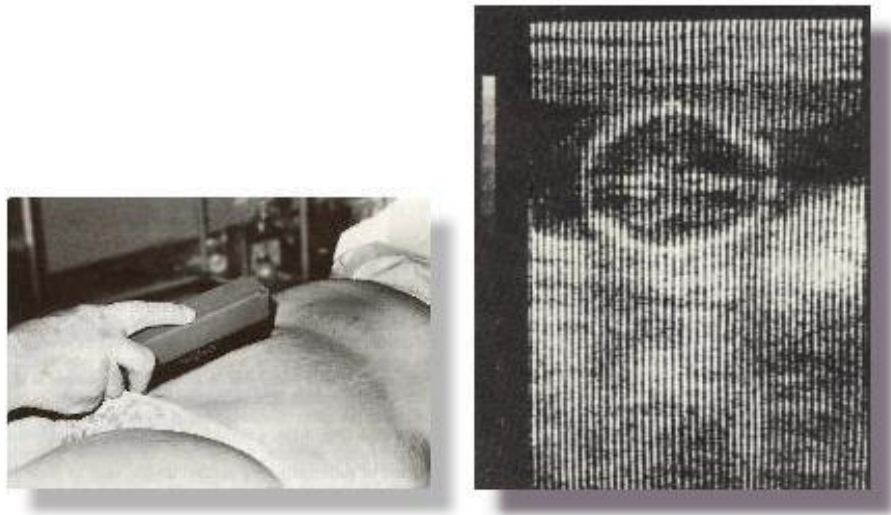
A la izquierda un transductor lineal sobre el vientre de una paciente. A la derecha la imagen de ultrasonido con las líneas de exploración visibles.
